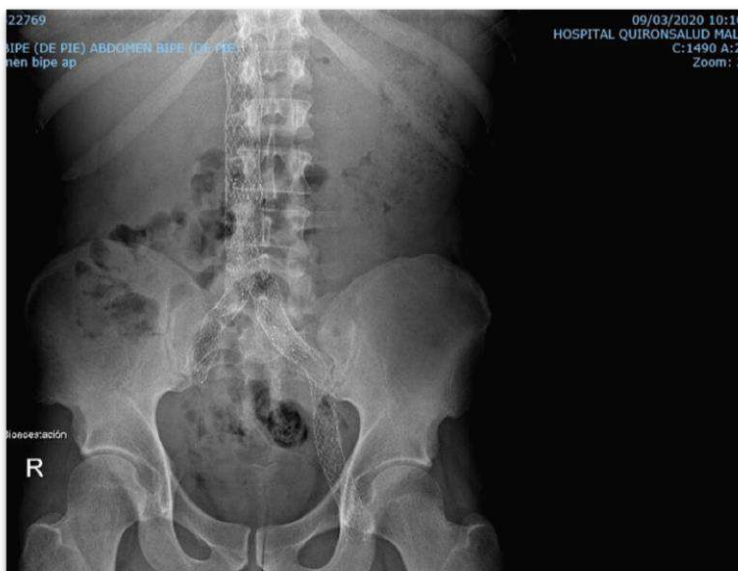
SPT. Antes del alta archivamos una radiografía simple de cómo quedan los stents.
